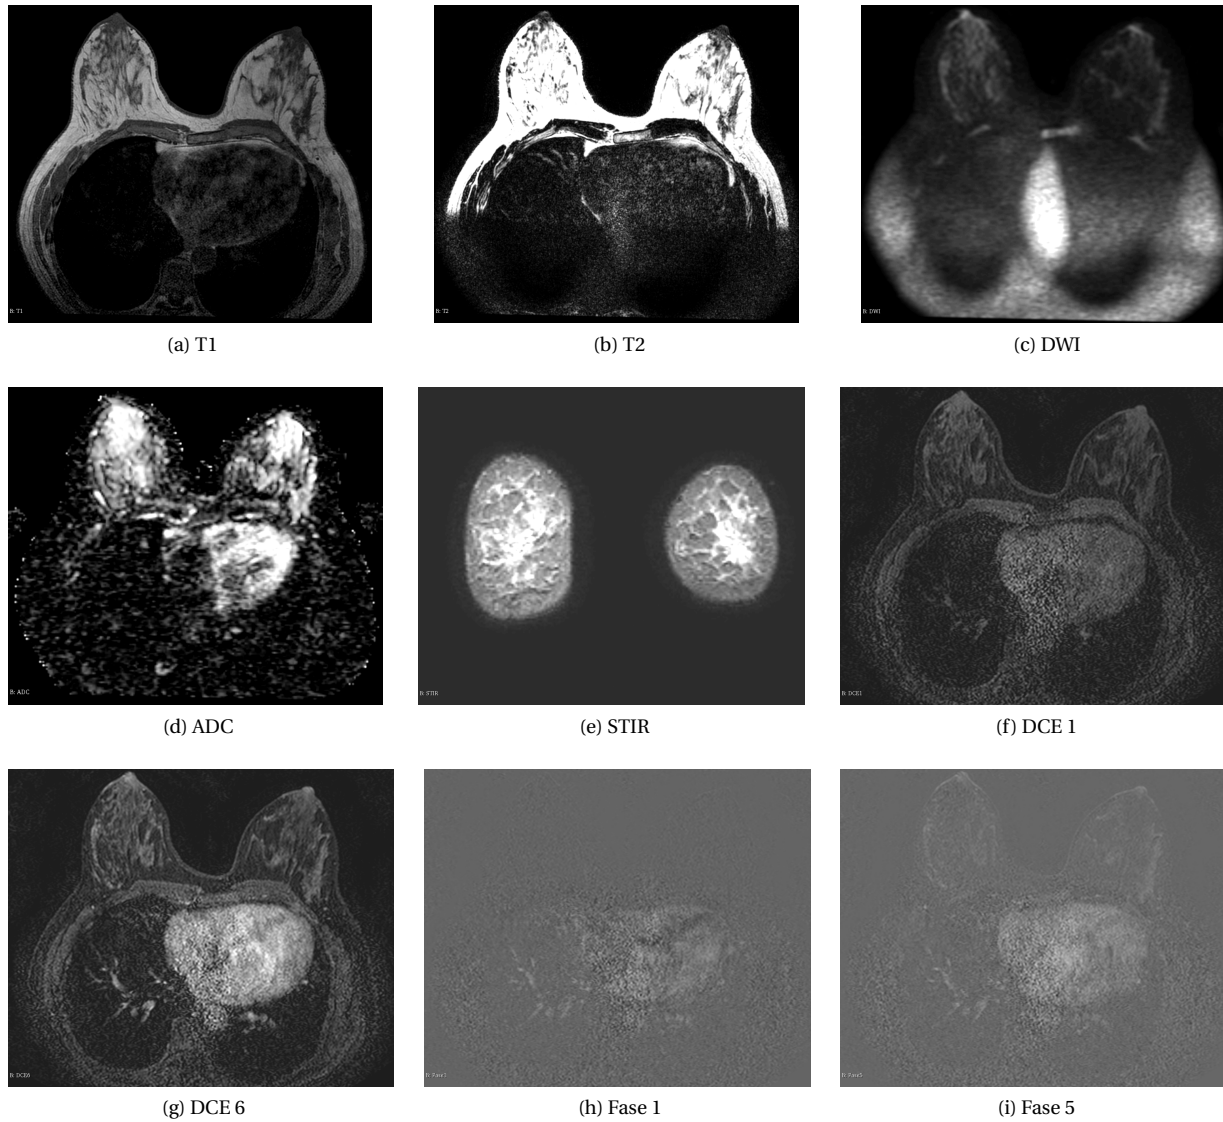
Visualización de las secuencias de MRI utilizadas
